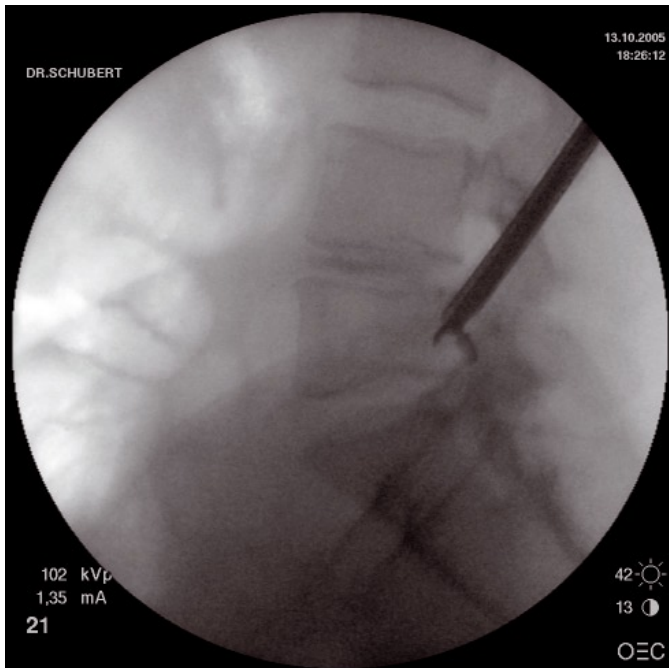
Intraoperatives Röntgenbild: korrekte Position des Arbeitskanals mit Fassung im lateralen (3c links) und a.p. (3d rechts) Strahlengang.
